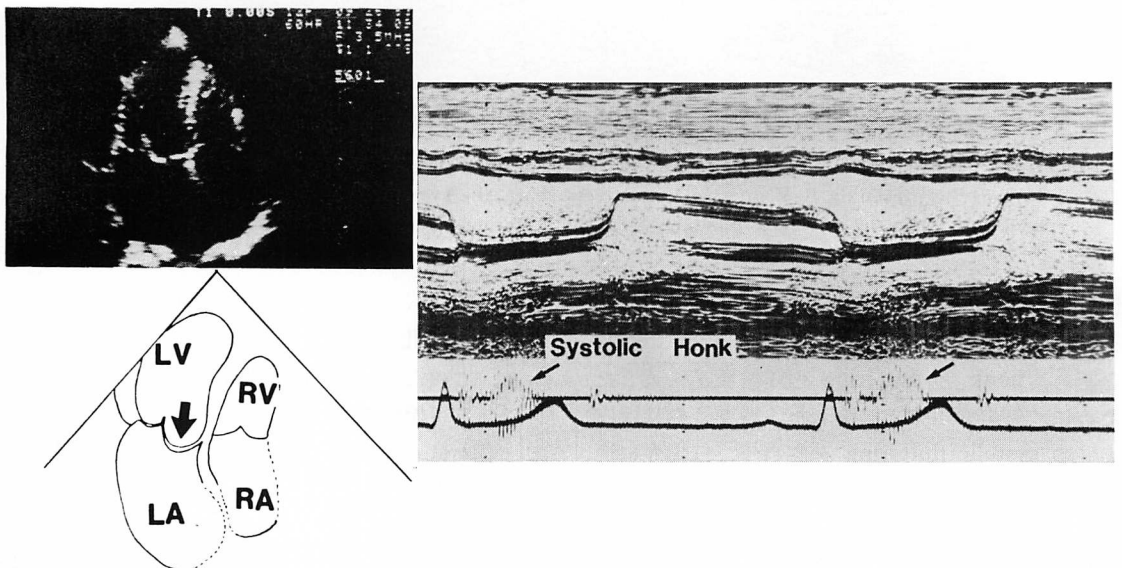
Apical four-chamber view of two-dimensional echocardiogram in mid-systole (left panel) and simultaneous recording of M-mode echocardiogram and phonocardiogram (right panel).
